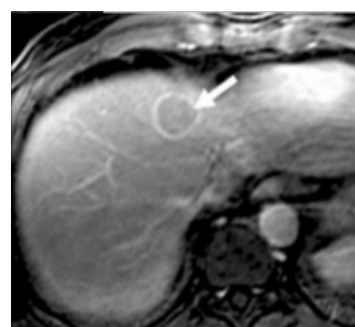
RMN cu contrast. Faza venoasă
